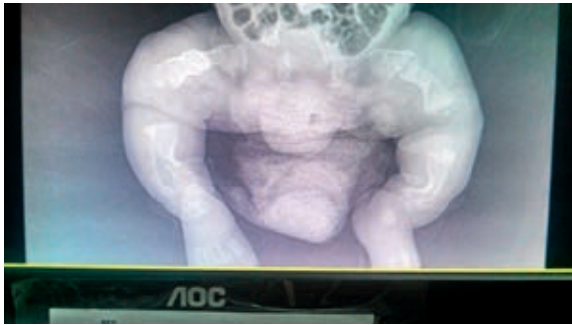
Radiografía frontal de pelvis y miembros inferiores. Disminución difusa de la densidad ósea, miembros inferiores acortados, curvados y con ensanchamiento metafisiario. Fractura no reciente en fémur izquierdo con cambios en relación a pseudoartrosis. Probable secuela de fractura consolidada en fémur derecho. Marcado acortamiento y curvatura de ambas tibia y peroné
